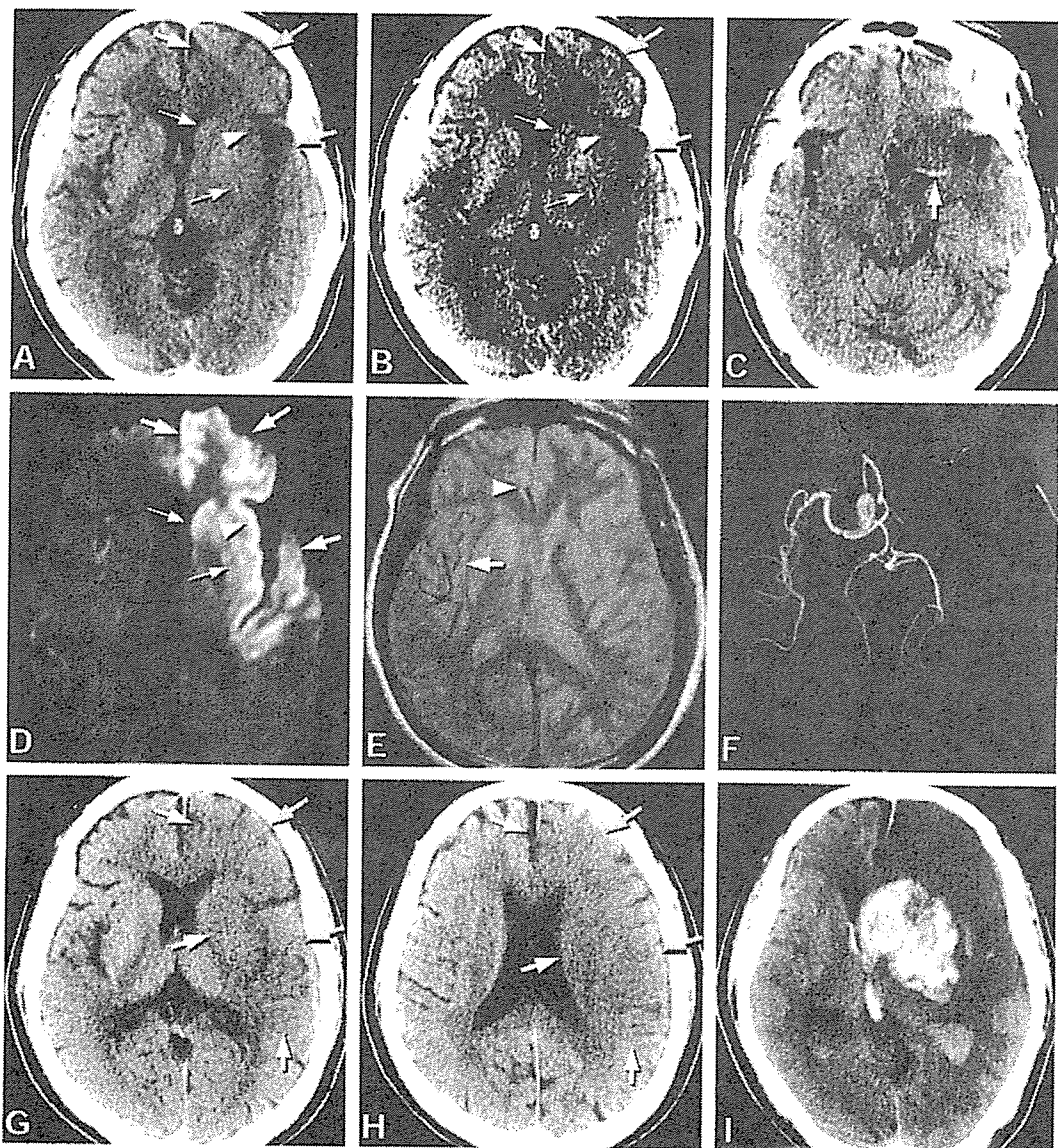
急性期脳塞栓症のCTとMRI (66歳男性, 左内頸動脈閉塞)
